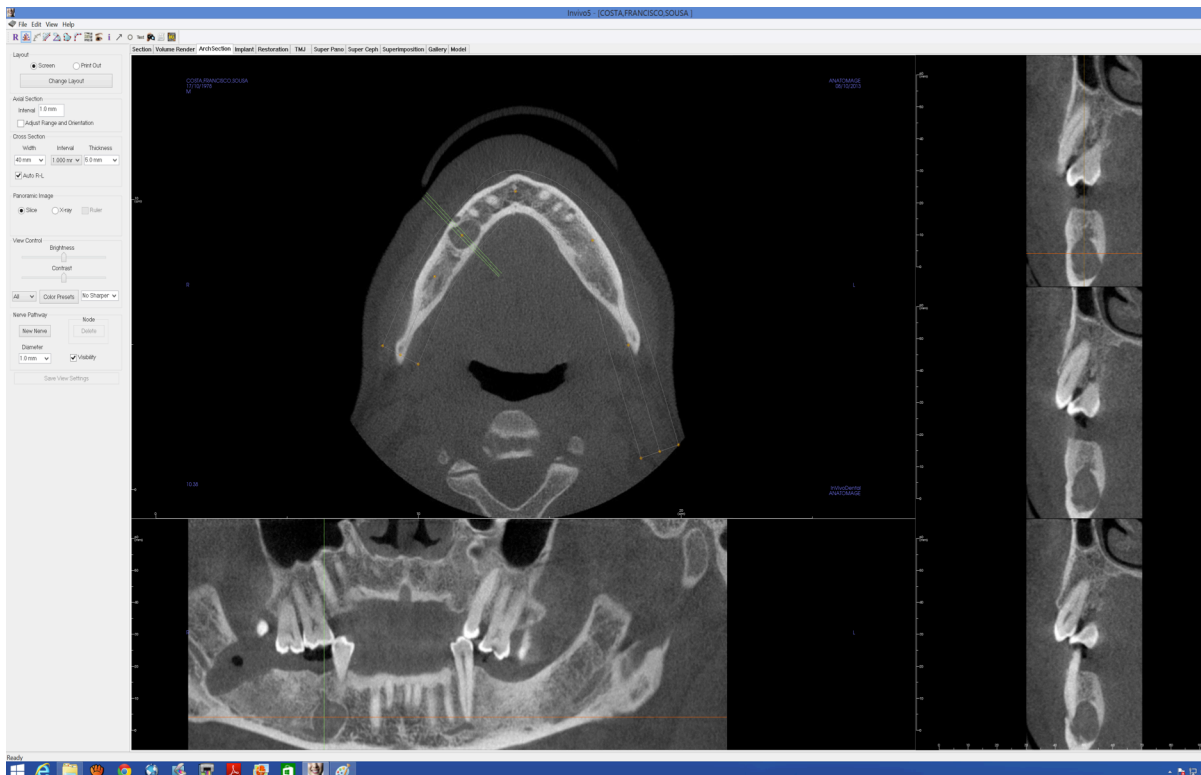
Durante a análise dos exames de TC, os examinadores puderam visualizar todo o volume em cortes axiais, sagitais e coronais. Foi possível também realizar uma reconstrução panorâmica com ajustes na espessura do corte, conforme mostrado na figura acima.
